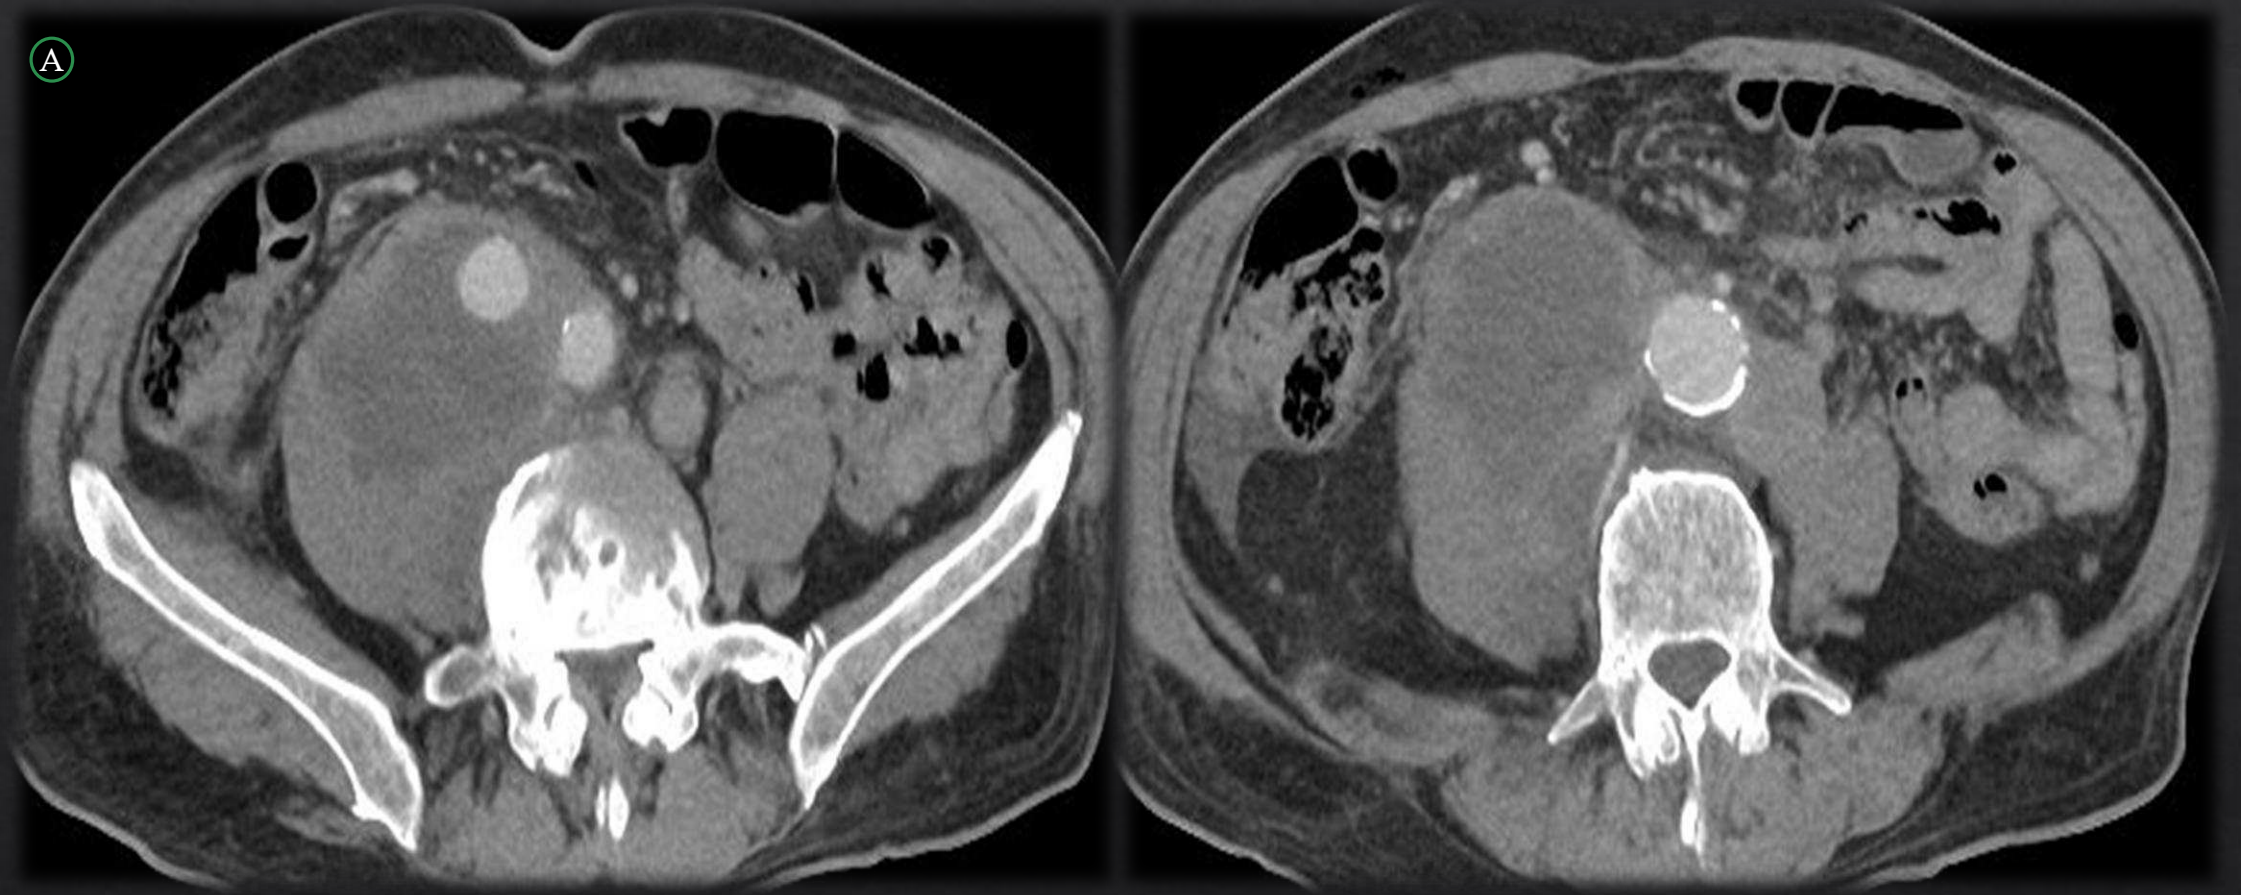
A. TC abdominopélvica con contraste endovenoso en fase portal, con dos cortes en plano axial. Voluminosa masa retroperitoneal derecha, que se extiende desde aproximadamente L3 hasta la bifurcación iliaca ipsilateral, heterogénea con áreas hipodensas y bordes periféricos gruesos e hiperdensos, de morfología polilobulada. Ejerce efecto de masa locorregional sobre las estructuras adyacentes, desplazándolas levemente hacia lateral, y atrapando el uréter derecho, condicionando una moderada dilatación ureteropielocalicial ipsilateral.
